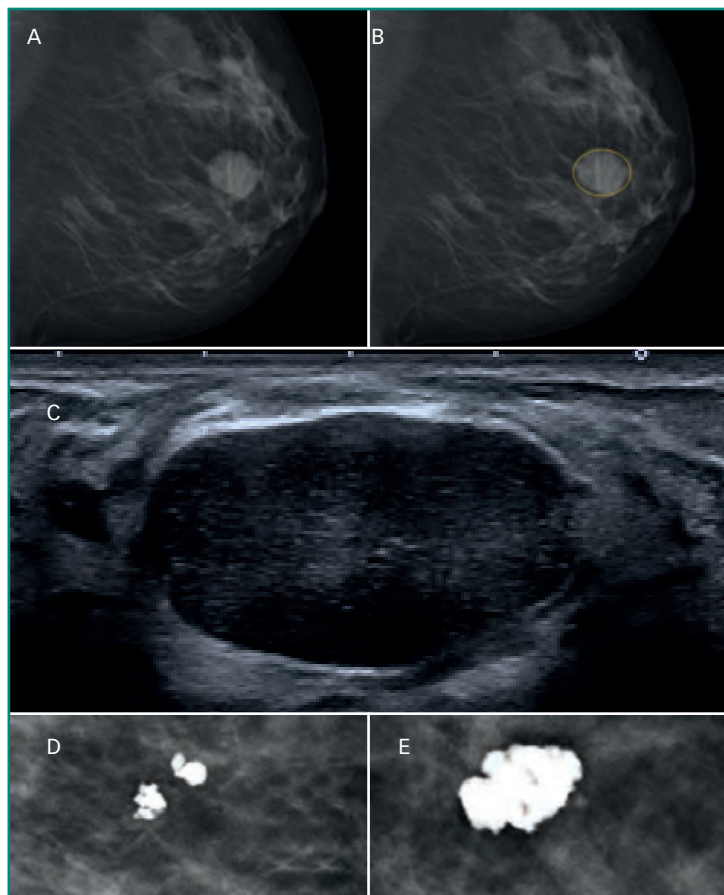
Fibroadenoma. Masa sólida de bordes bien definidos. A y B: en mamografía tiene similar apariencia a los quistes (aunque más denso); C: en ecografía es parecido al tumor filodes; D y E: calcificaciones características en “palomita de maíz”.
